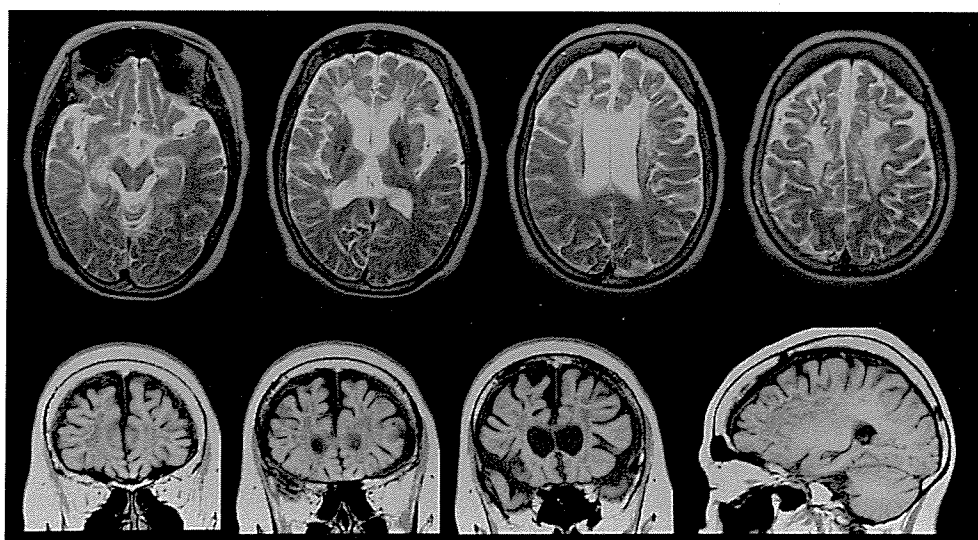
症例2, MRI 水平断T2強調画像(上段)とMRI 冠状断T1強調画像(下段)
